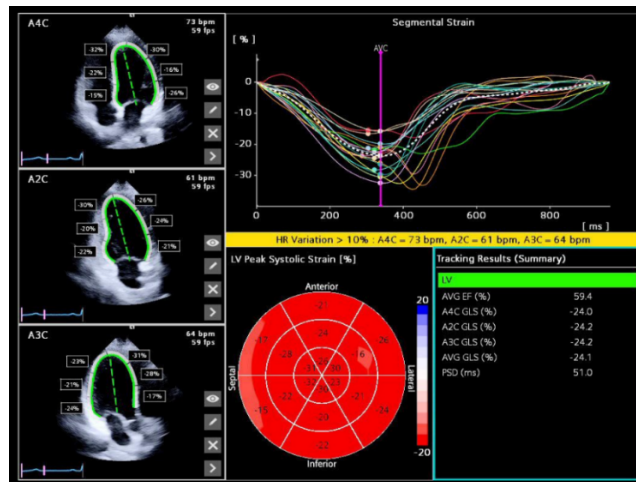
Strain Miocárdico com vista bullseye (adaptado de ACUSON Origin Ultrasound System, 2024).
